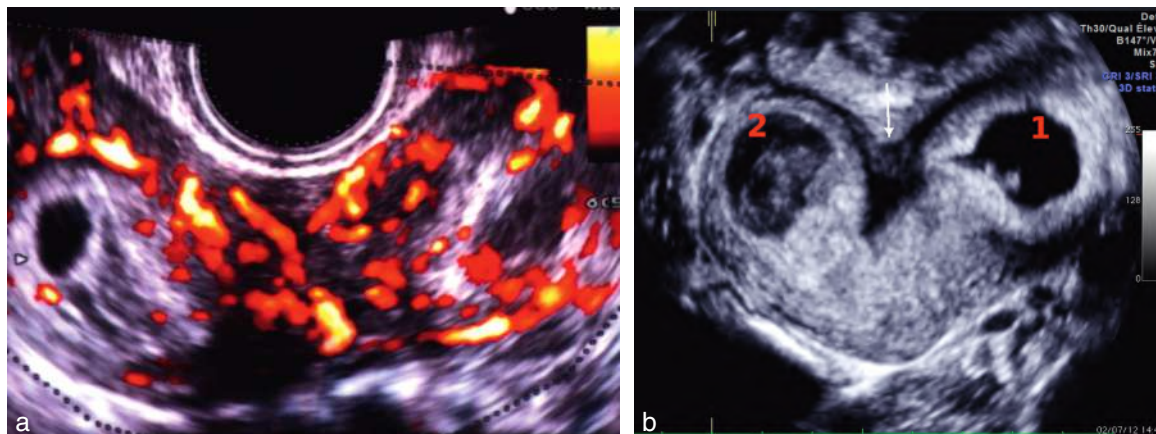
Utérus bicorne gravide. a. Aspect de double couronne vasculaire en Doppler puissance. b. Deux cornes divergentes avec une profonde incisure du fond (→). Dans la corne gauche (1), un œuf avec sa couronne trophoblastique. Dans la corne droite (2), endomètre décidualisé et un peu de sang formant un pseudo-sac.
